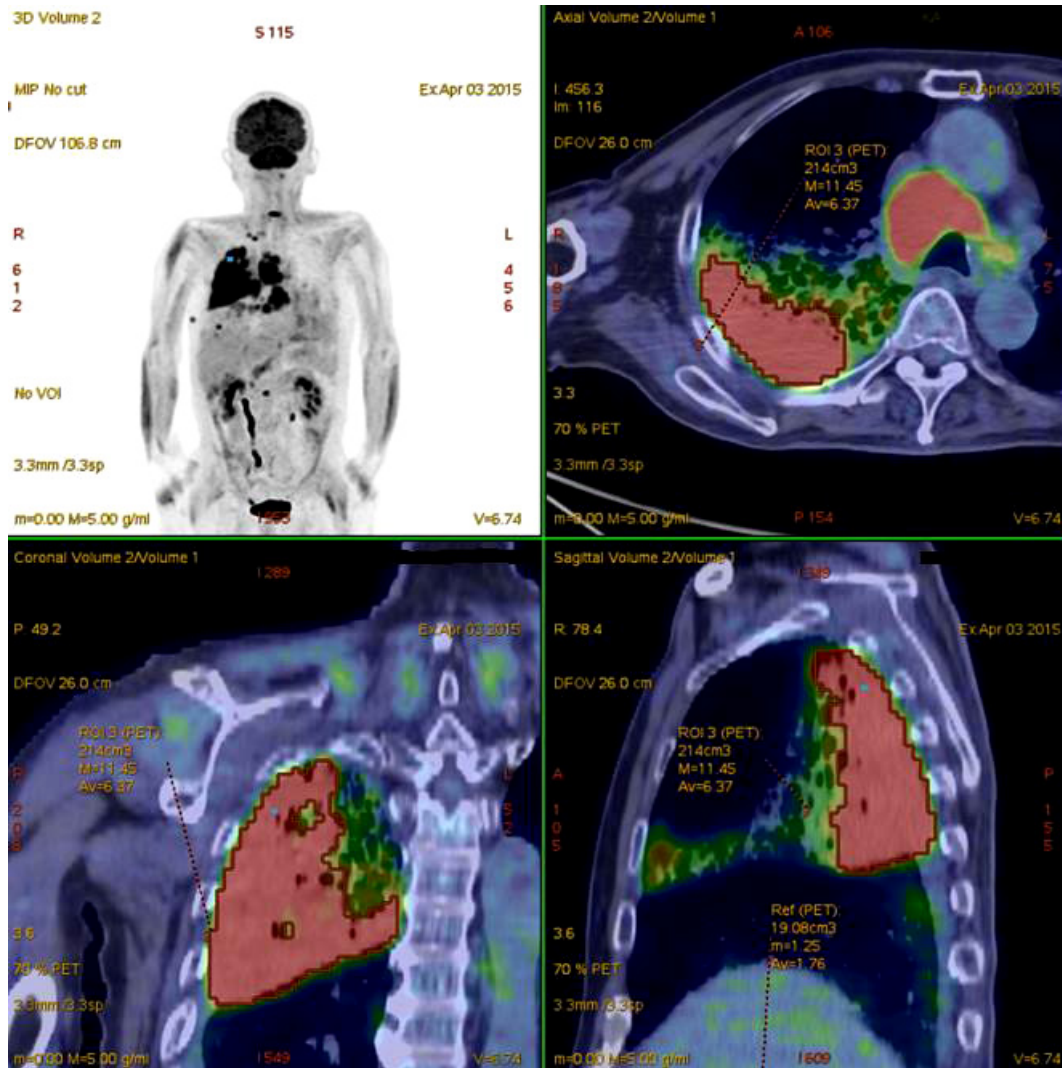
Fluorodeoxyglucose-positron emission tomography (FDG-PET). The area of increased FDG uptake was consistent with the consolidation in the right upper lobe. FDG uptake was also increased in the hilar, mediastinal and right supraclavicular lymph nodes, the nodules in the right middle and lower lobes, a subcutaneous nodule at the right side of the chest, and some nodules on the peritoneum.
